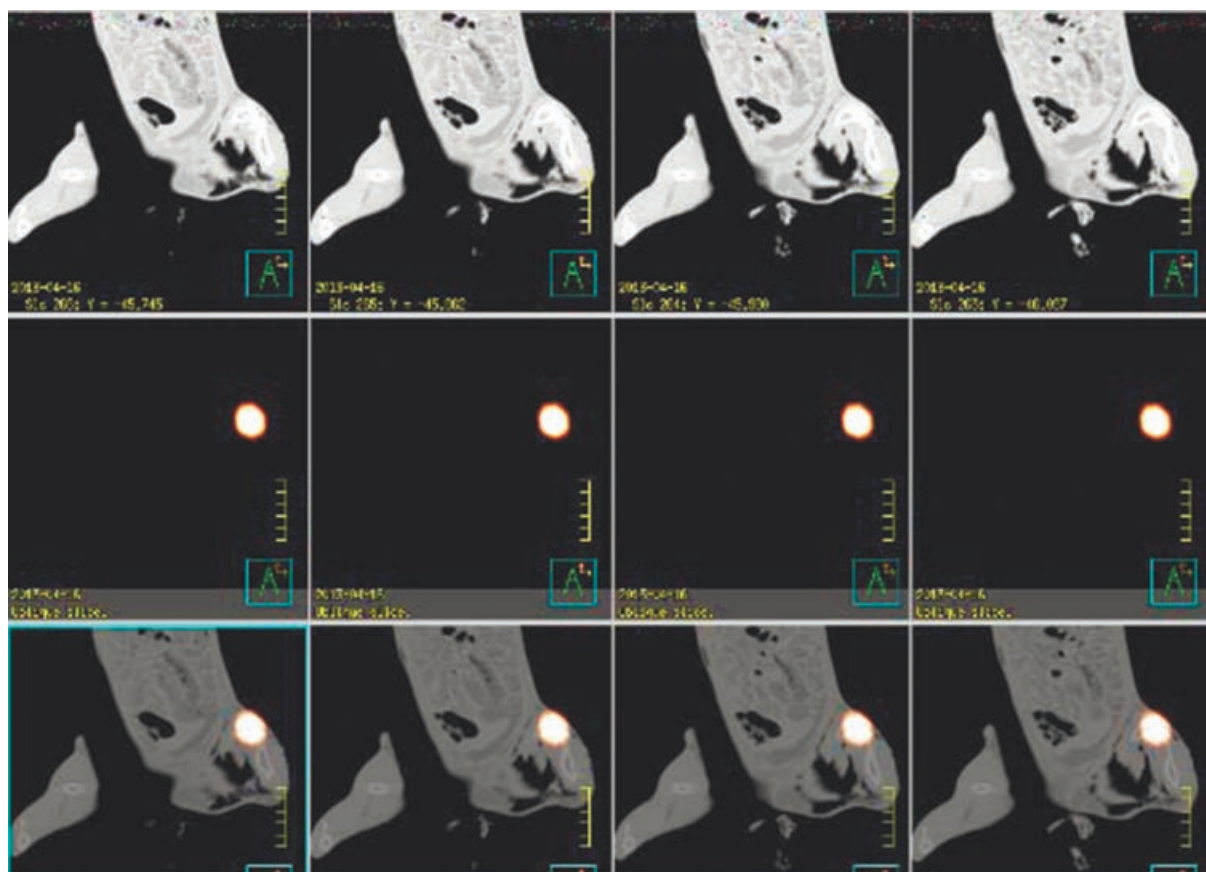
ОФЭКТ/КТ исследование через 24 ч после введения препарата, аксиальная проекция
